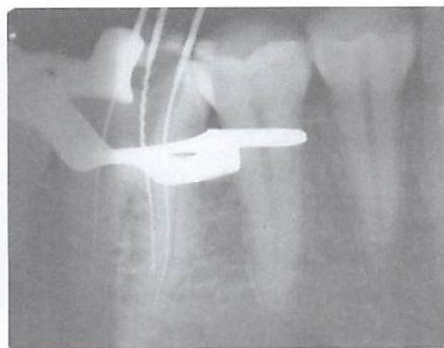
Radiografia periapical para odontometria: linha radiolúcida próxima à raiz mesial (seta) sugerindo perfuração na região de furca, ramificação ou canal secundário.
